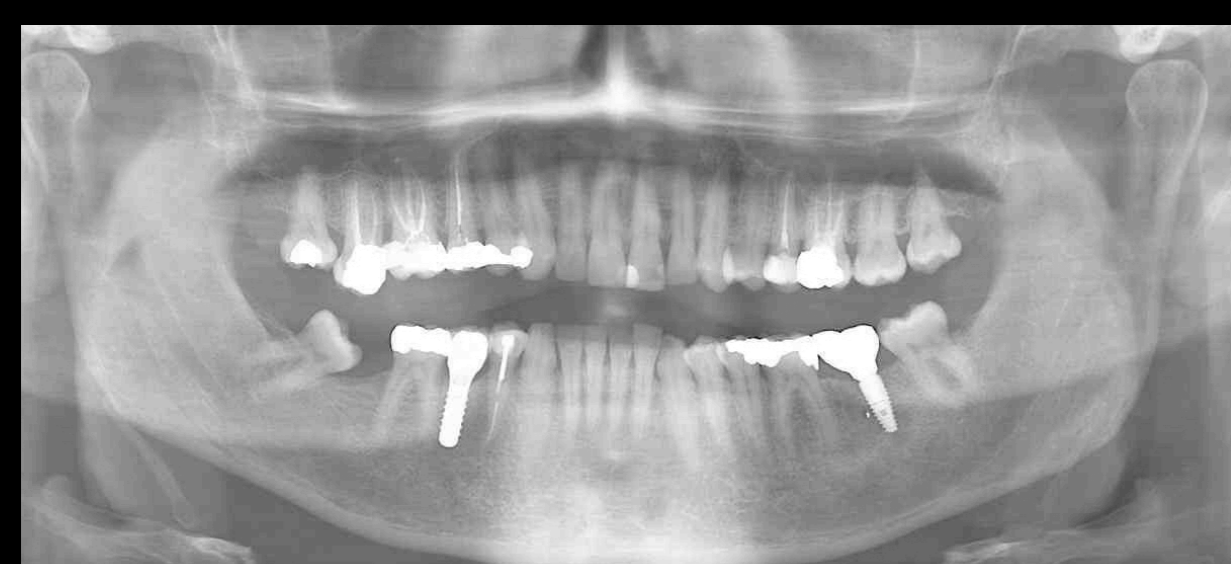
Ortopantomografia final.
